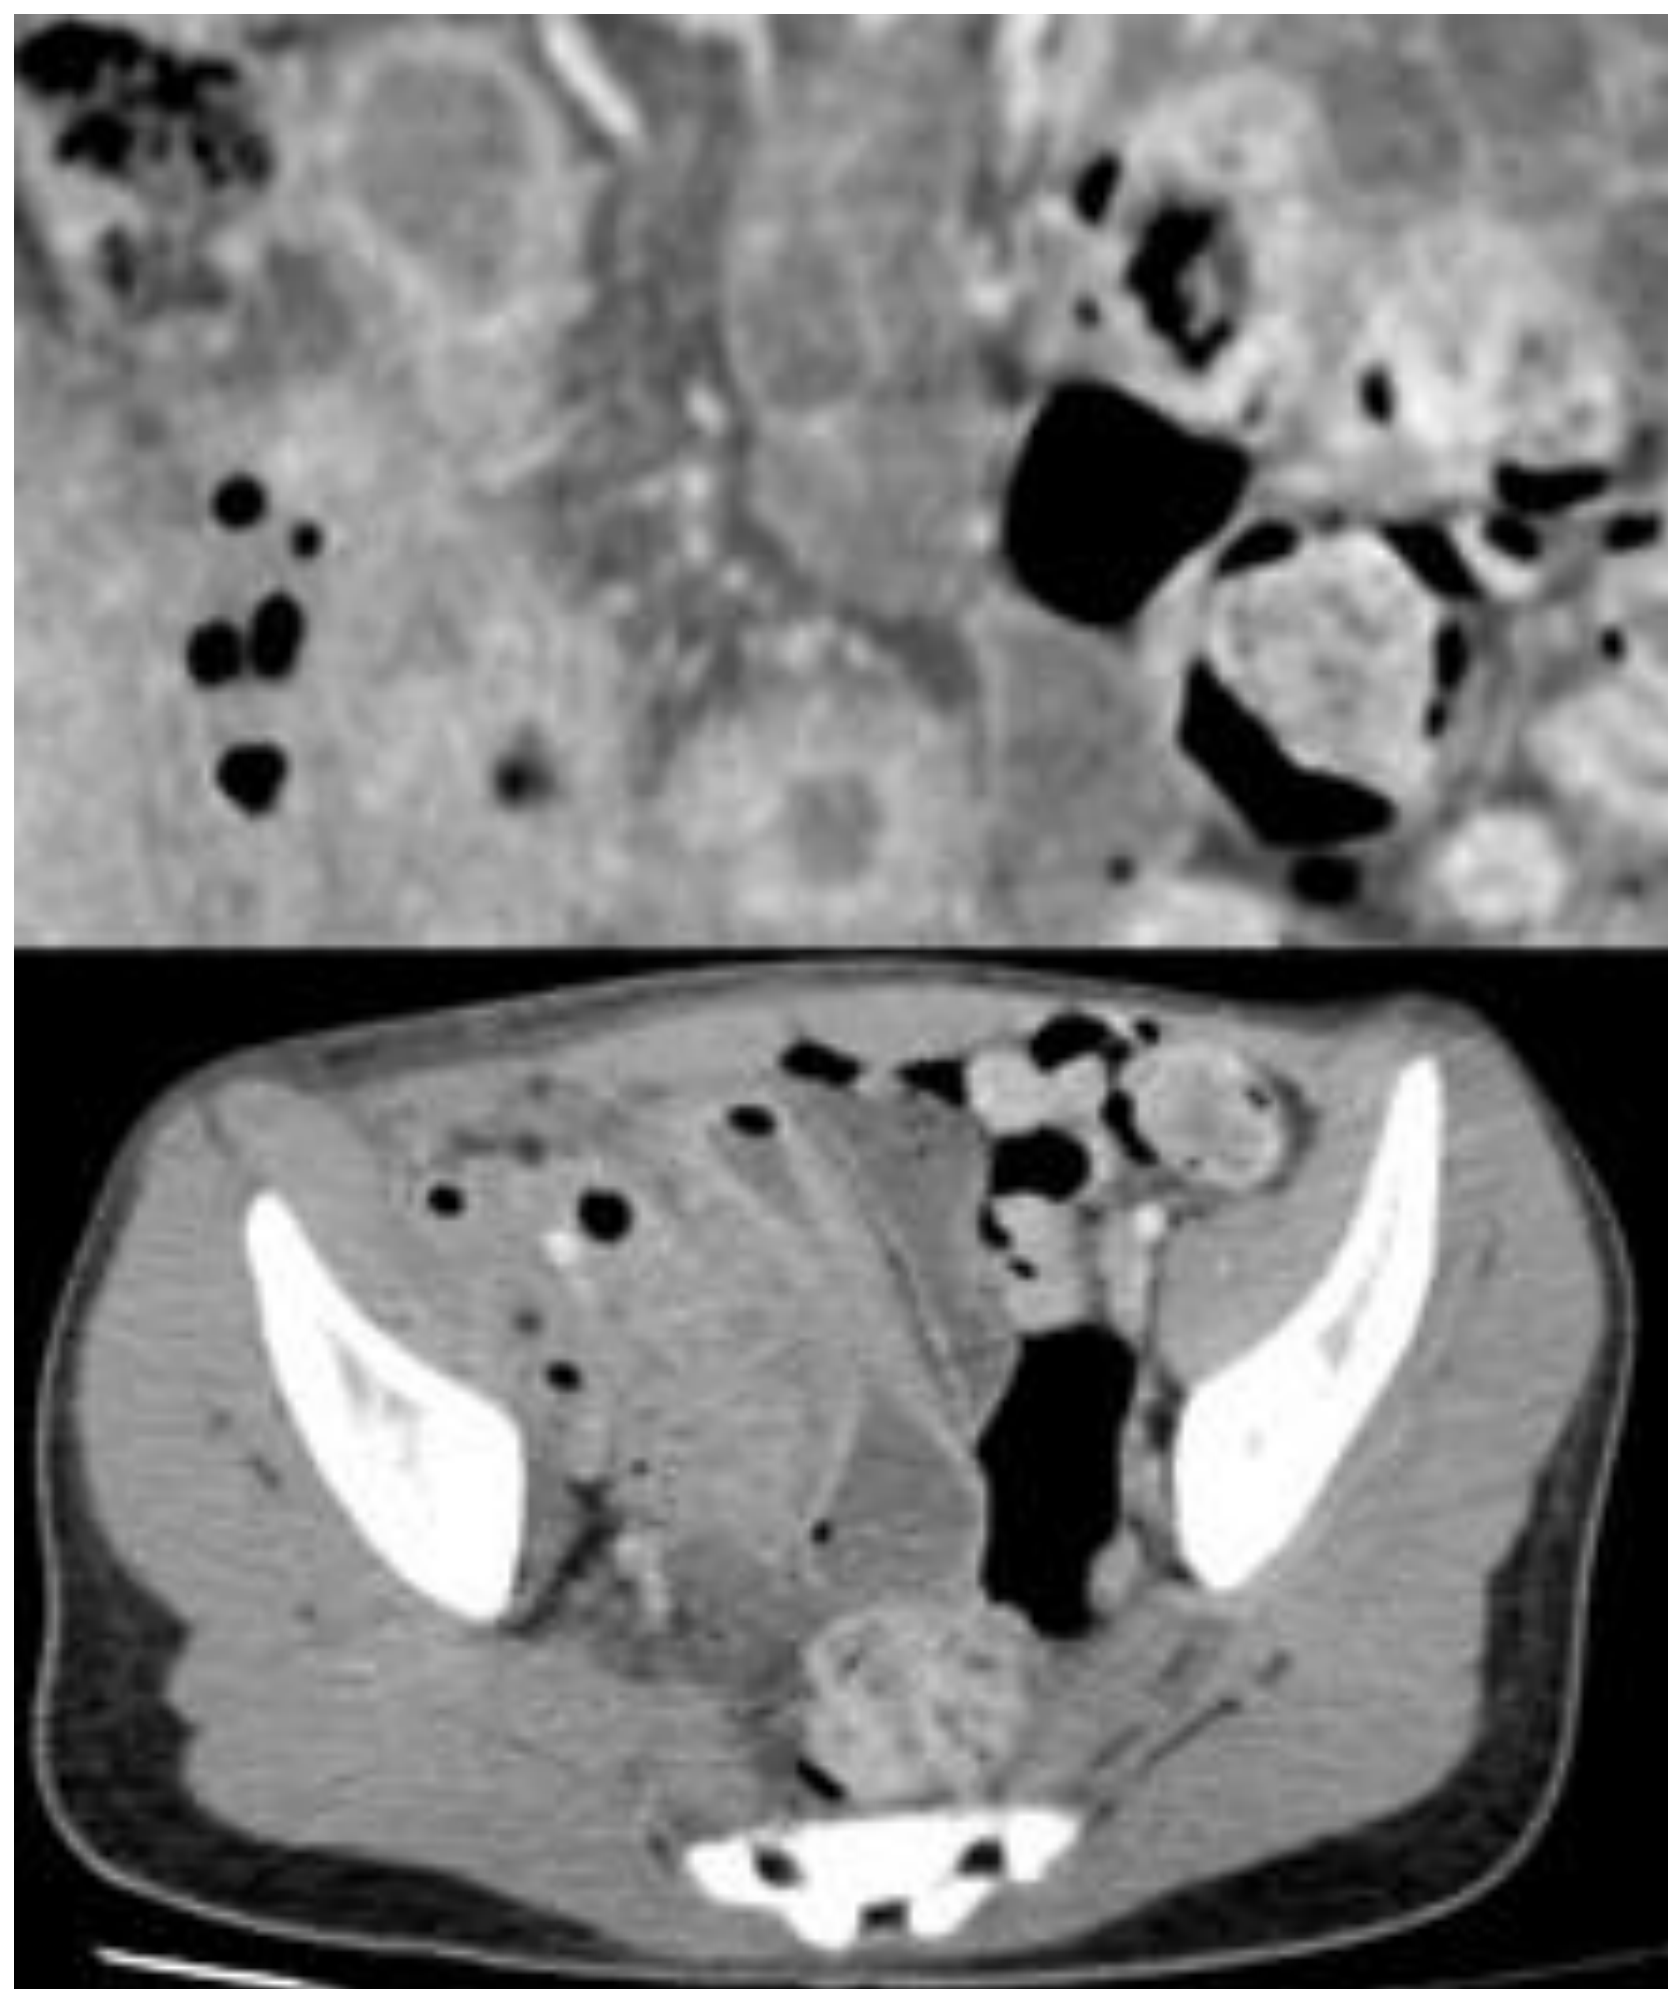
TAC abdominal: signo del peine a nivel de ileon engrosado.
